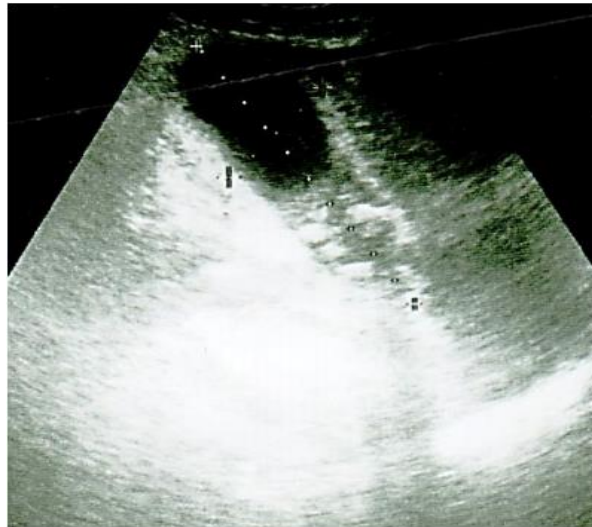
УЗИ. Острый холецистит с околопузырным инфильтратом
